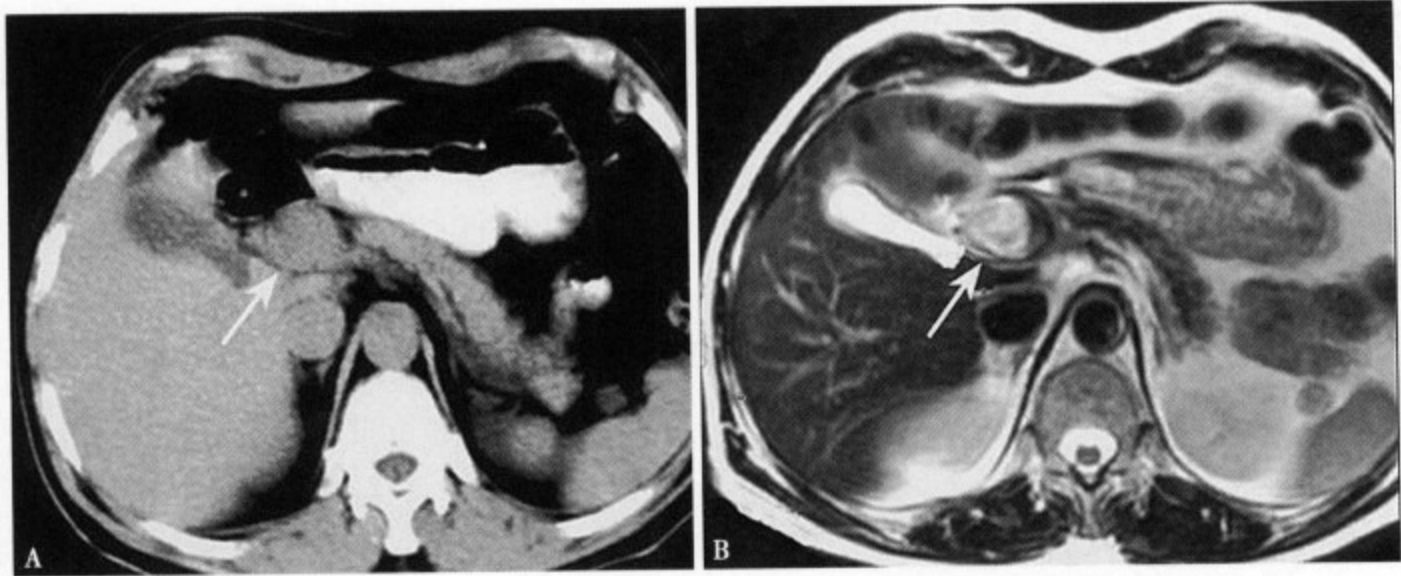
CT 平扫 (A) 显示胰头上方一圆形中等密度影, 边缘光清、密度均匀, CT 值与腹主动脉相近; MRI T₂WI (B) 病变仍呈稍高的混杂信号, 考虑涡流或滞留血液信号
